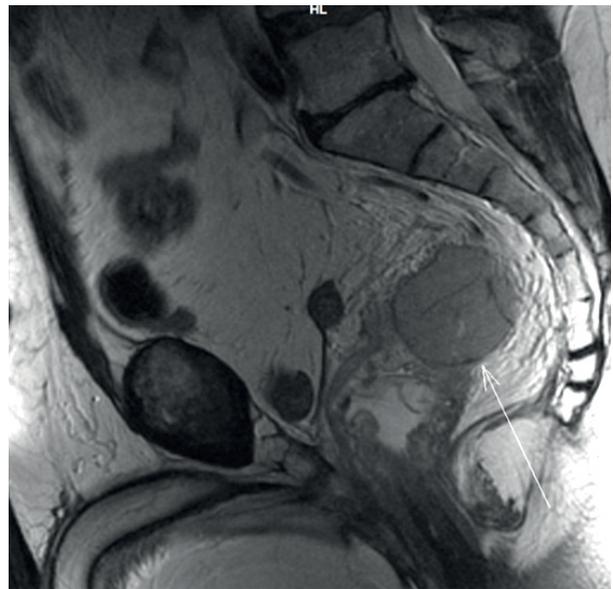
Рецидив опухоли в малом тазу (МРТ-картина).
